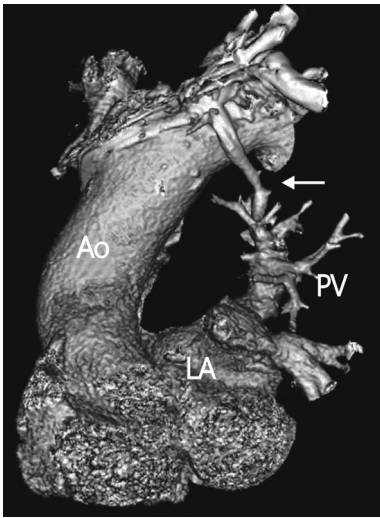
Computed tomography of the chest. The reconstructed images using volume rendering demonstrate that the persistent left superior vena cava (white arrow) originates from the left brachiocephalic vein and drains into the left upper pulmonary vein, which leads directly into the left atrium. Ao, aorta; PV, pulmonary vein; LA, left atrium.
